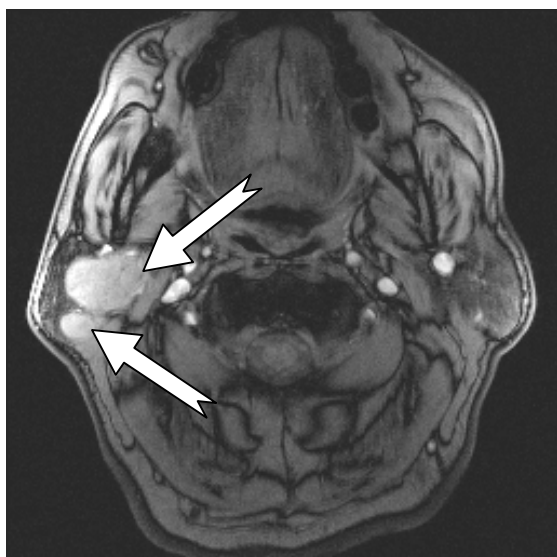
Pleomorphes Adenom einer 43-jährigen Patientin in der linken Gl. Parotidea im MRT
